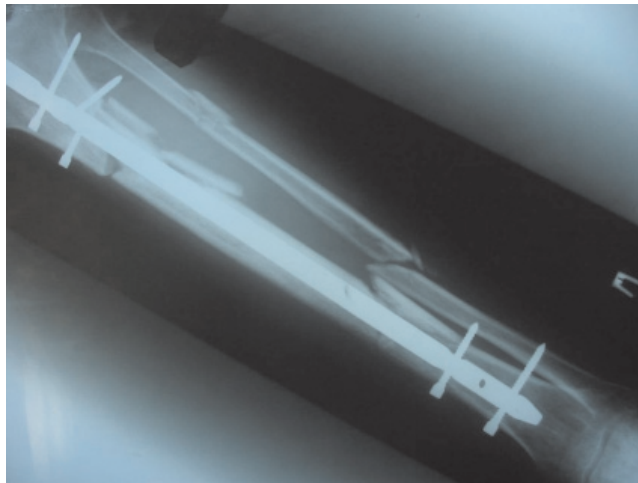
Фоторентгенограммы больного Р, 43 года (ист. болезни №2715, Петрозаводск, БСМП, 2011) оперированного методом БИОС. Имеет место перелом нижнего проксимального блокирующего винта
